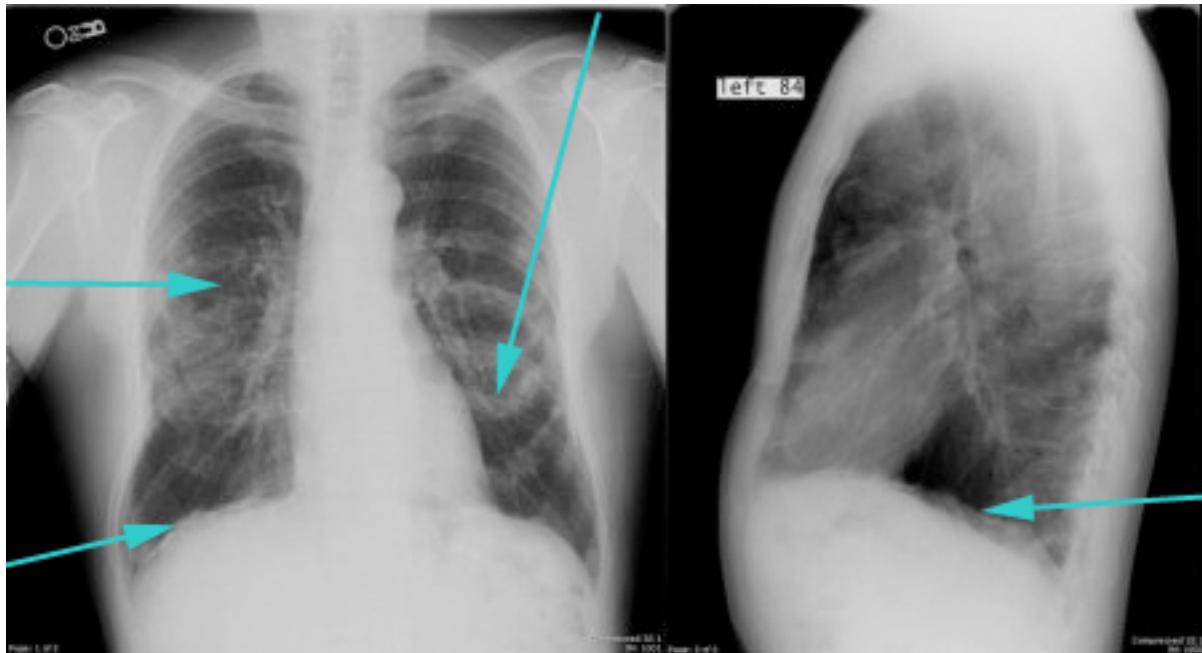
Radiografia torácica posteroanterior (PA) e lateral mostrando placas pleurais calcificadas
